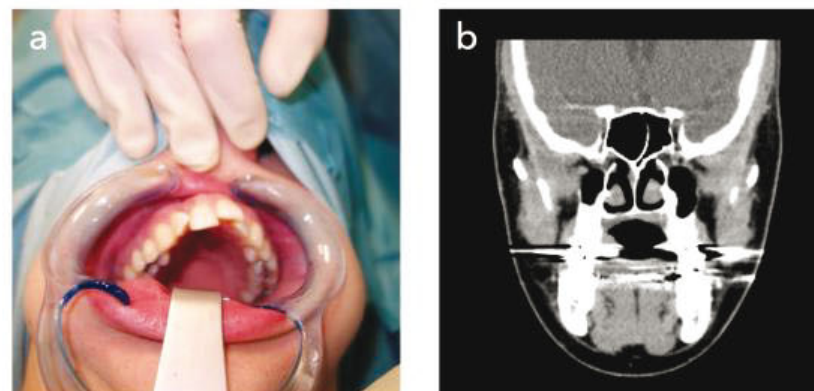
(a) Präoperativer klinischer Befund und (b) präoperative Computertomographie in coronarer Schichtung ohne sicheren Nachweis von Knocheninfiltration
